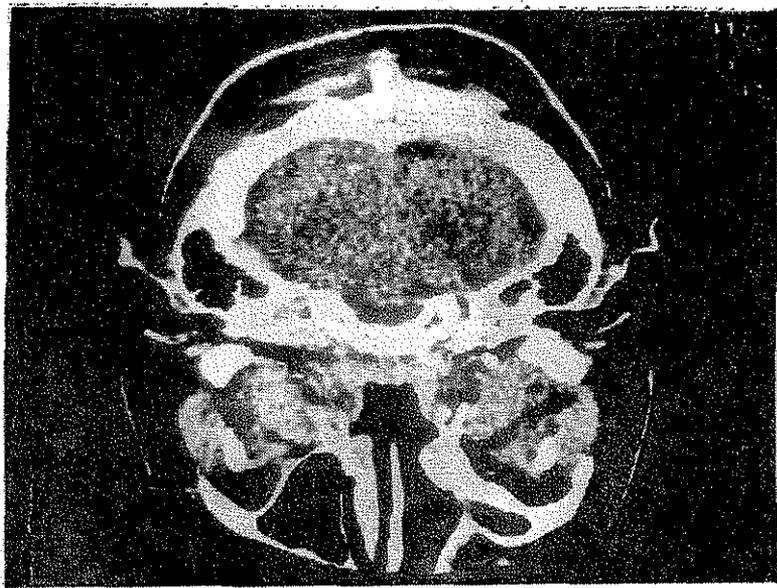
Corte transversal en tomografía axial computarizada que muestra tumor en fosa nasal izquierda. (recidiva).
